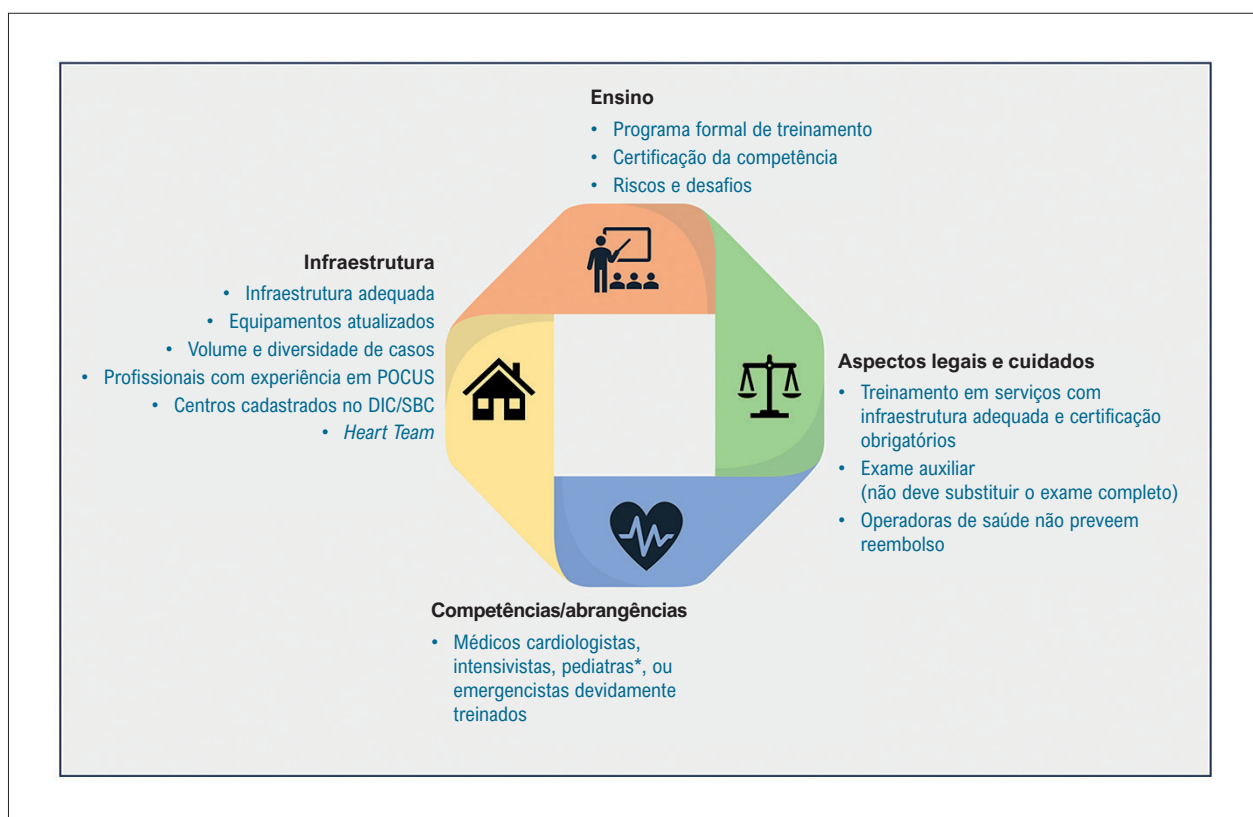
Pré-requisitos para o uso do POCUS em um serviço. *Alterações cardíacas nessa faixa etária devem alertar para a possibilidade de cardiopatia congênita, e um ecocardiografista pediátrico deve realizar um exame completo assim que possível. DIC: Departamento de Imagem Cardiovascular; POCUS: point-of-care ultrasound; SBC: Sociedade Brasileira de Cardiologia.
